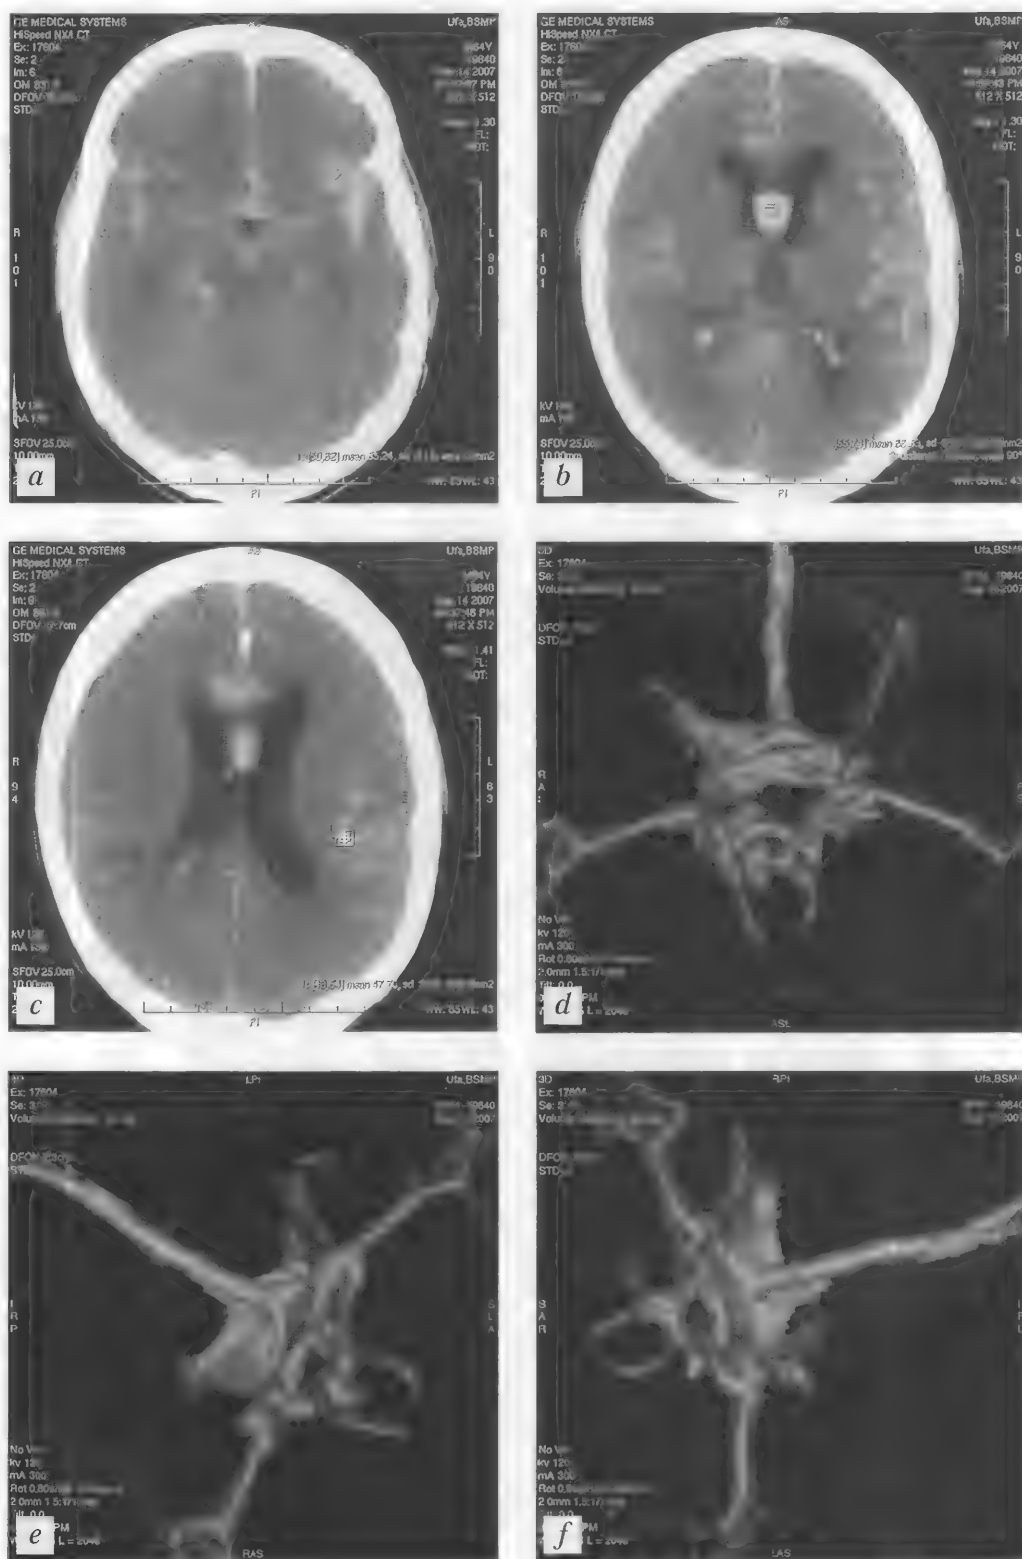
Больной Т., 64 года. Массивное субарахноидально-вентрикулярное кровоизлияние. Аневризма передней соединительной артерии. КТ (неконтрастная) — *a–c*; СКТА — *d–f*.
